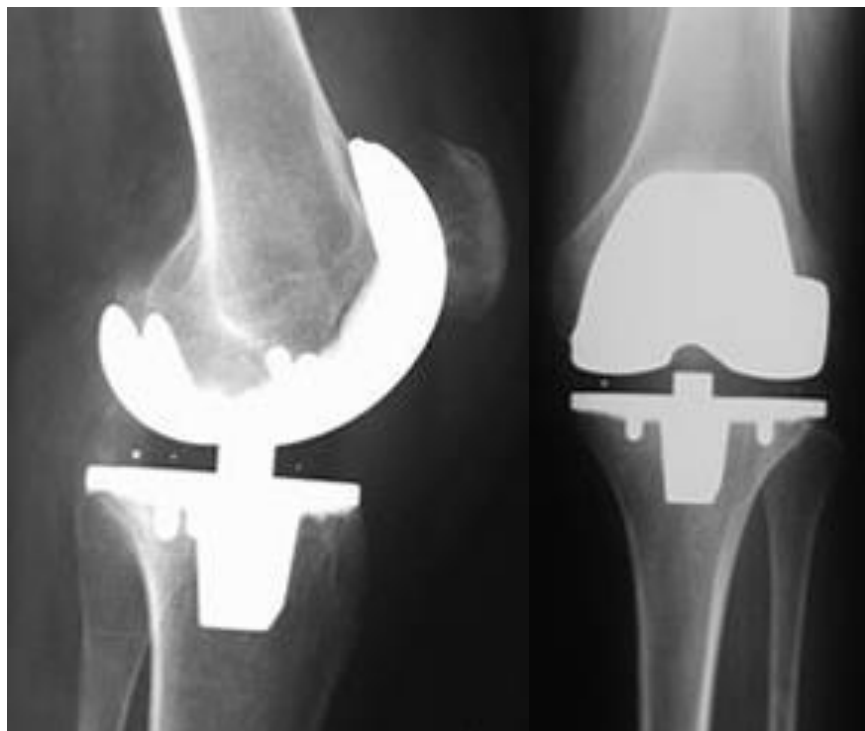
röntgenfoto's na implantatie totale knieprothese
